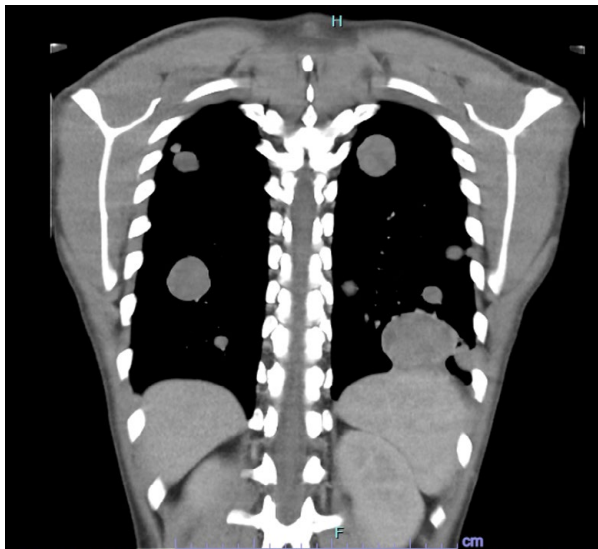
Corte coronal tomografía de tórax con nódulos metastásicos en ambos campos pulmonares.
